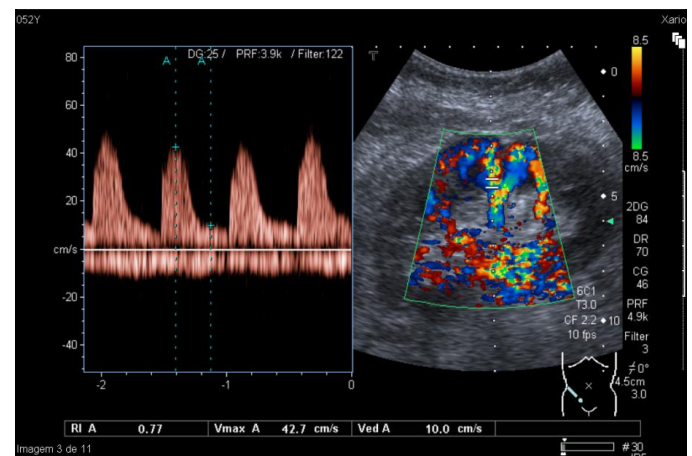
Eco-Doppler do rim transplantado revelando boa perfusão do enxerto.
